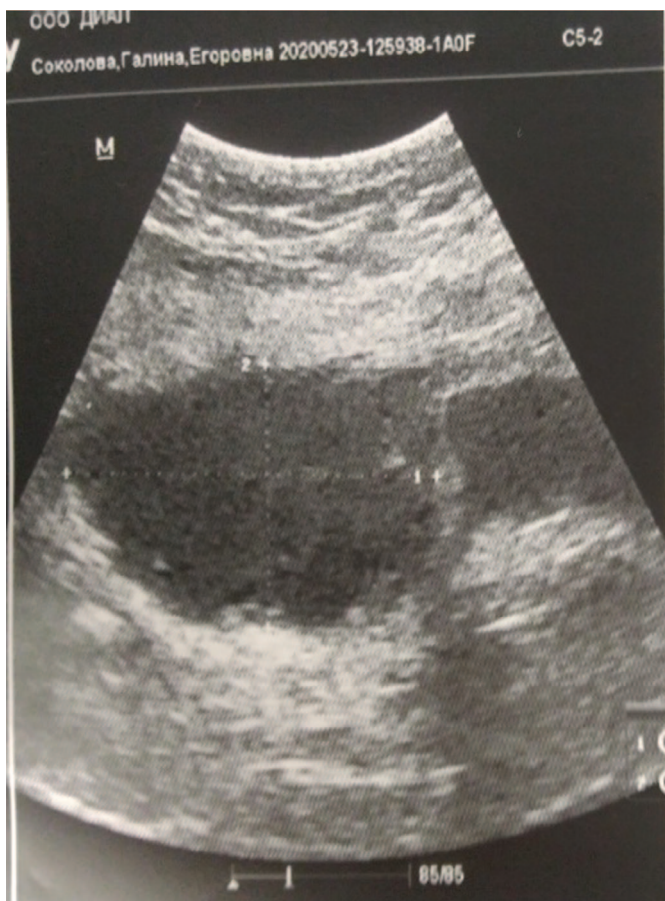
УЗИ мочевого пузыря больной С.
